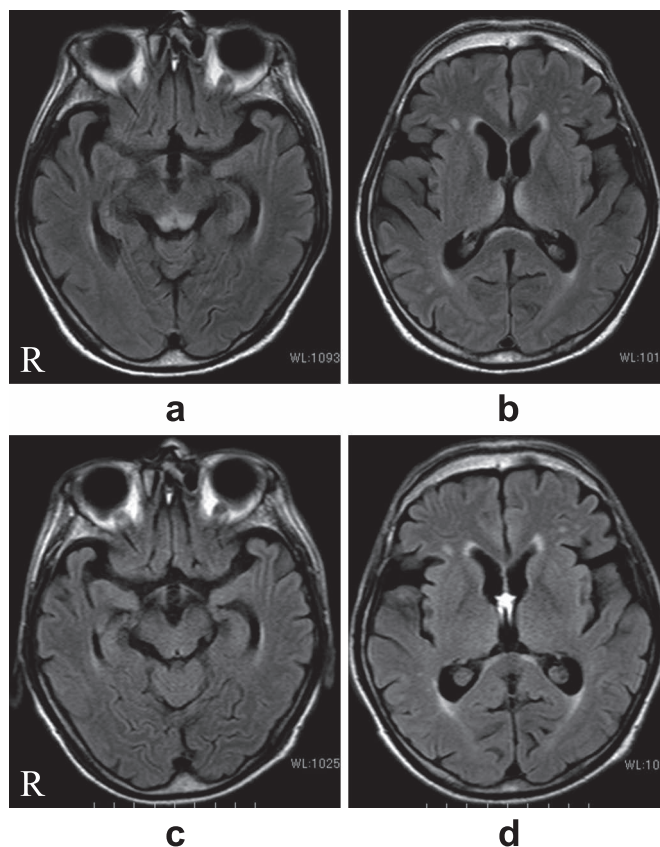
Axial FLAIR images of brain MRI (1.5 T, TR: 10,000 msec, TE: 120 msec). MR images on day 6 of his illness showed symmetrical high intensities in the bilateral inferior colliculi (a) and posteromedial thalamus (b). Follow-up MR images on day 39 of his illness (c, d) showed the almost complete disappearance of the abnormal signals.
